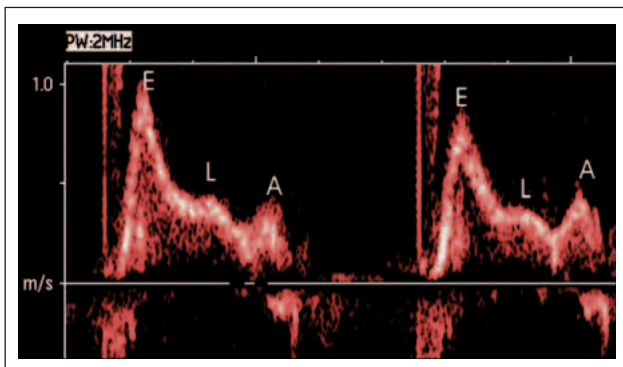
Gepulster Doppler – Mitralklappe: Restriktives Flußprofil mit hoher E-Welle, rascher Dezeleration der E-Welle, E/A-Amplitude > 2 und Zeichen der verzögerten myokardialen Relaxation (L-Welle) im Anschluß an die E-Welle.
